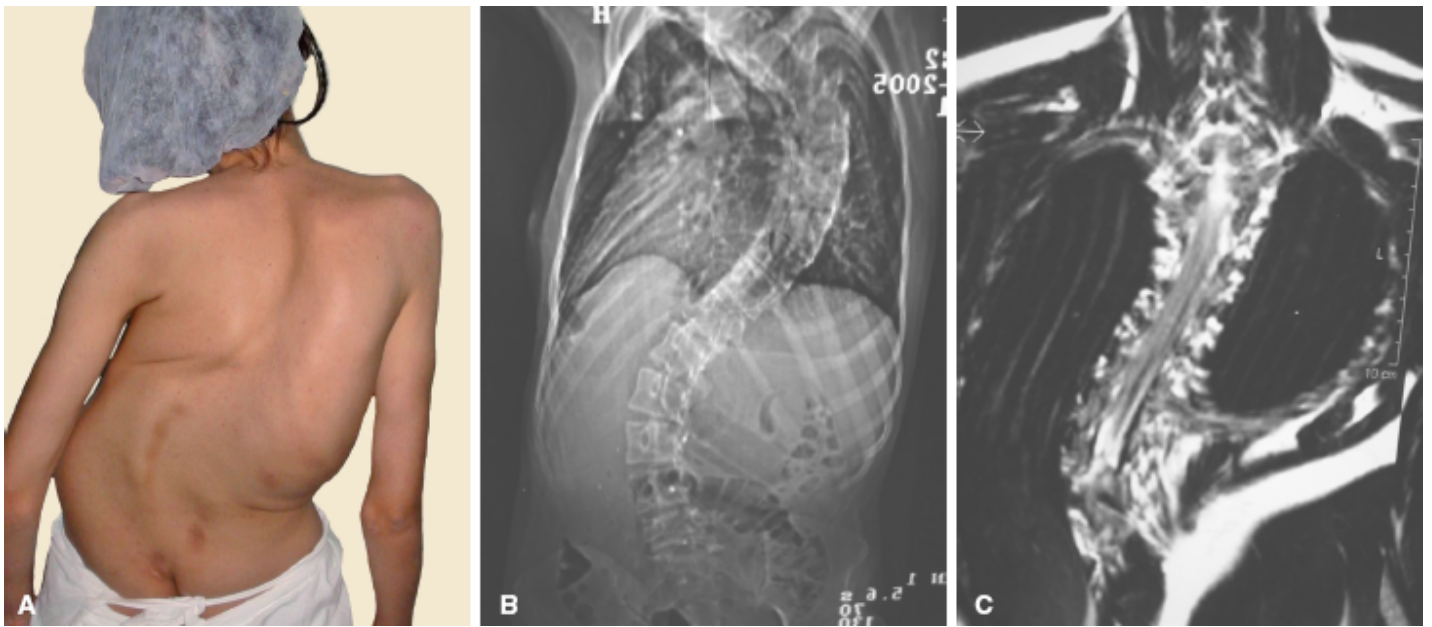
A. Aspecto clínico de escoliose grave, dupla curva, visão posterior, com tronco desequilibrado e bacia desnivelada. B. Radiografia anteroposterior da coluna total, evidenciando escoliose grave, curva torácica à direita de 110° e curva lombar a esquerda de 80° , com diminuição da área pulmonar. C. Ressonância magnética da coluna vertebral em paciente com escoliose grave e corte coronal em T2 para avaliar alterações da medula e do canal medular.
